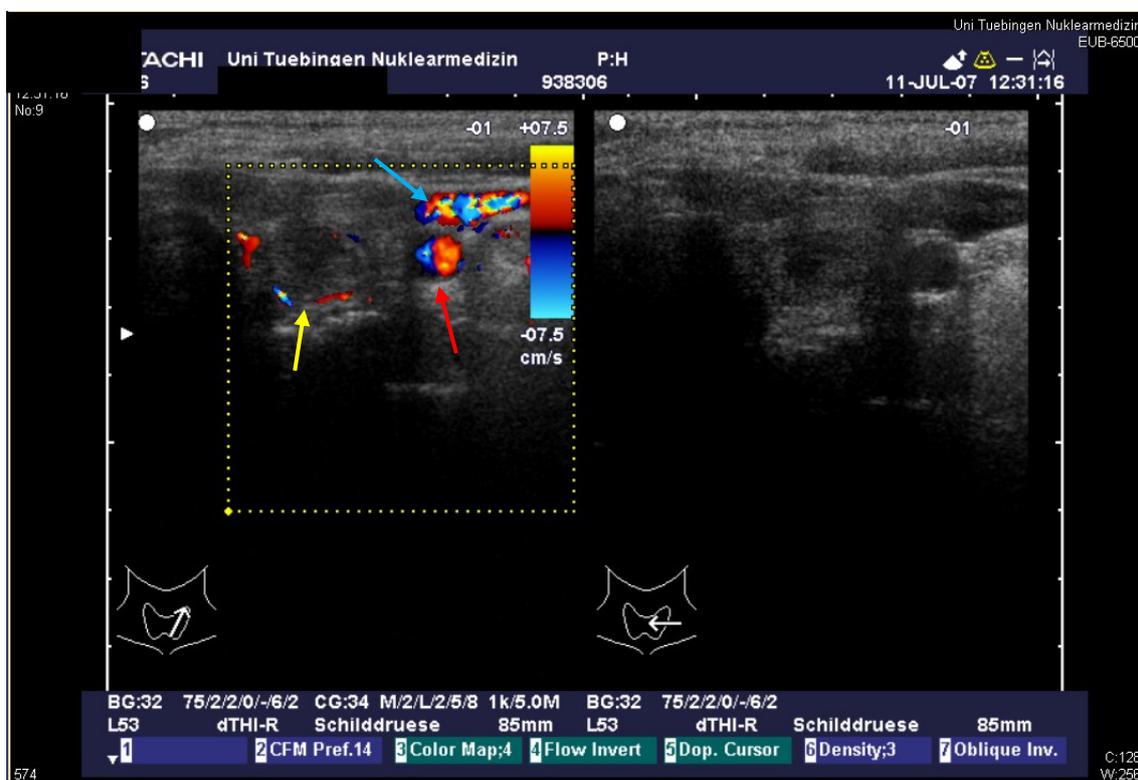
Duplexsonographie (Transversalschnitt des linken Schilddrüsenlappens) mit Darstellung eines Schilddrüsenknotens mit peripherer Vaskularisierung (gelber Pfeil), der V.jugularis interna (blauer Pfeil) und A. carotis communis (roter Pfeil). Flussrichtung: blau = vom Schallkopf weg und rot = zum Schallkopf hin.
